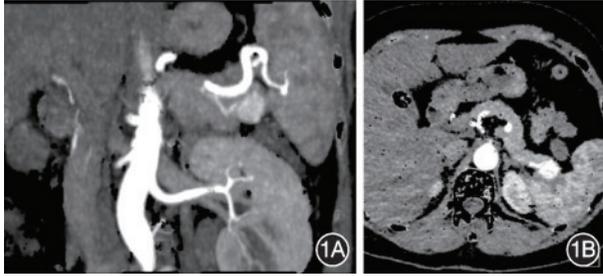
胰腺CT灌注扫描提示胰尾部占位 1A:冠状位;1B:横断位
